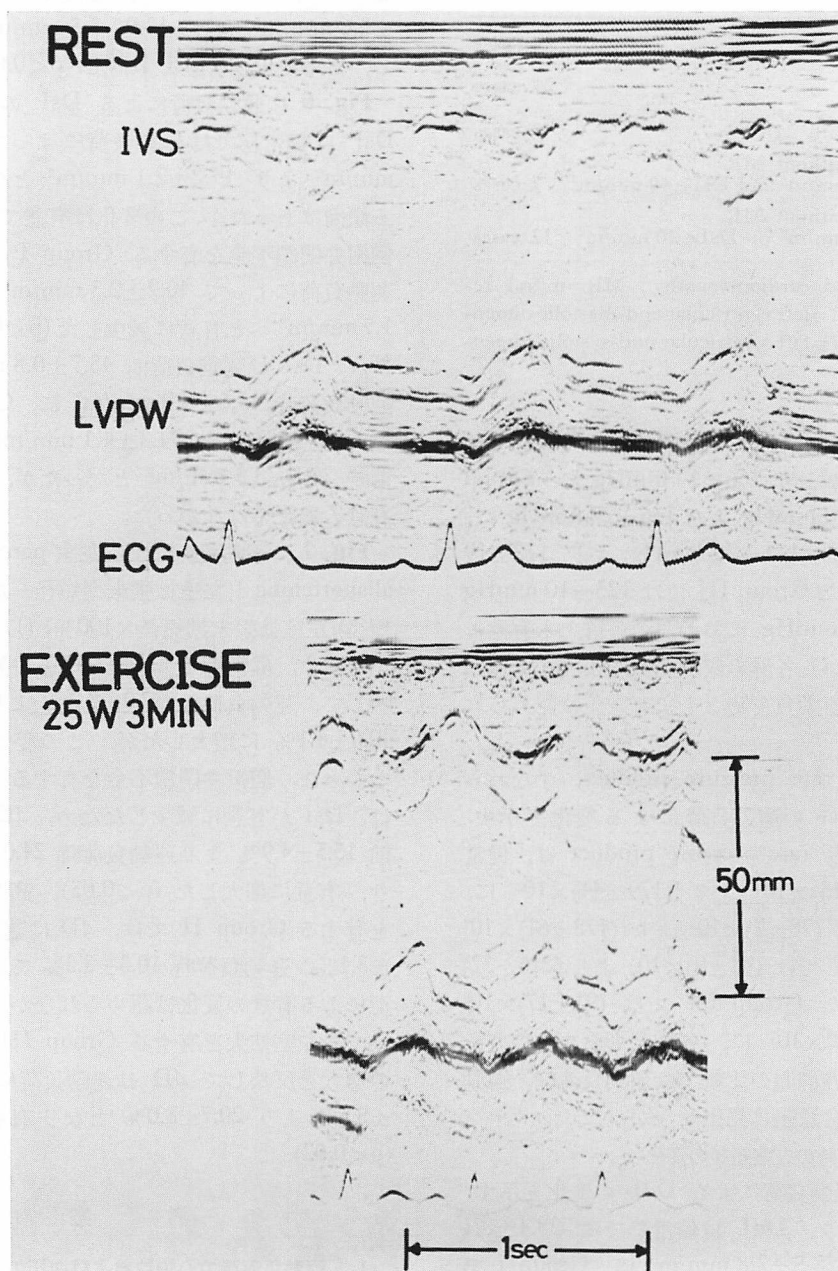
M-mode echocardiogram before and during exercise in a healthy subject.
